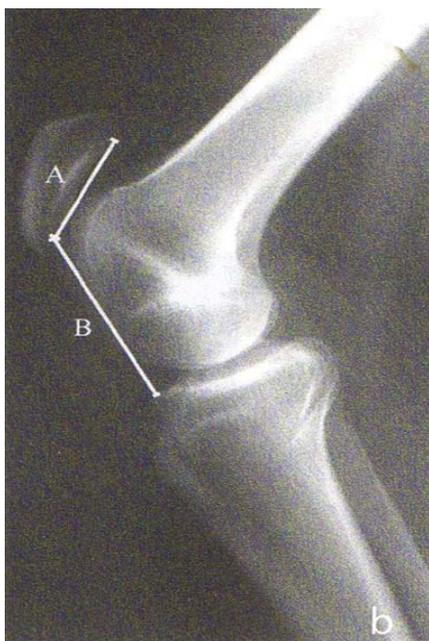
radiographie du genou : appréciation de l'ascension de la rotule par le calcul de l'indice de Caton
